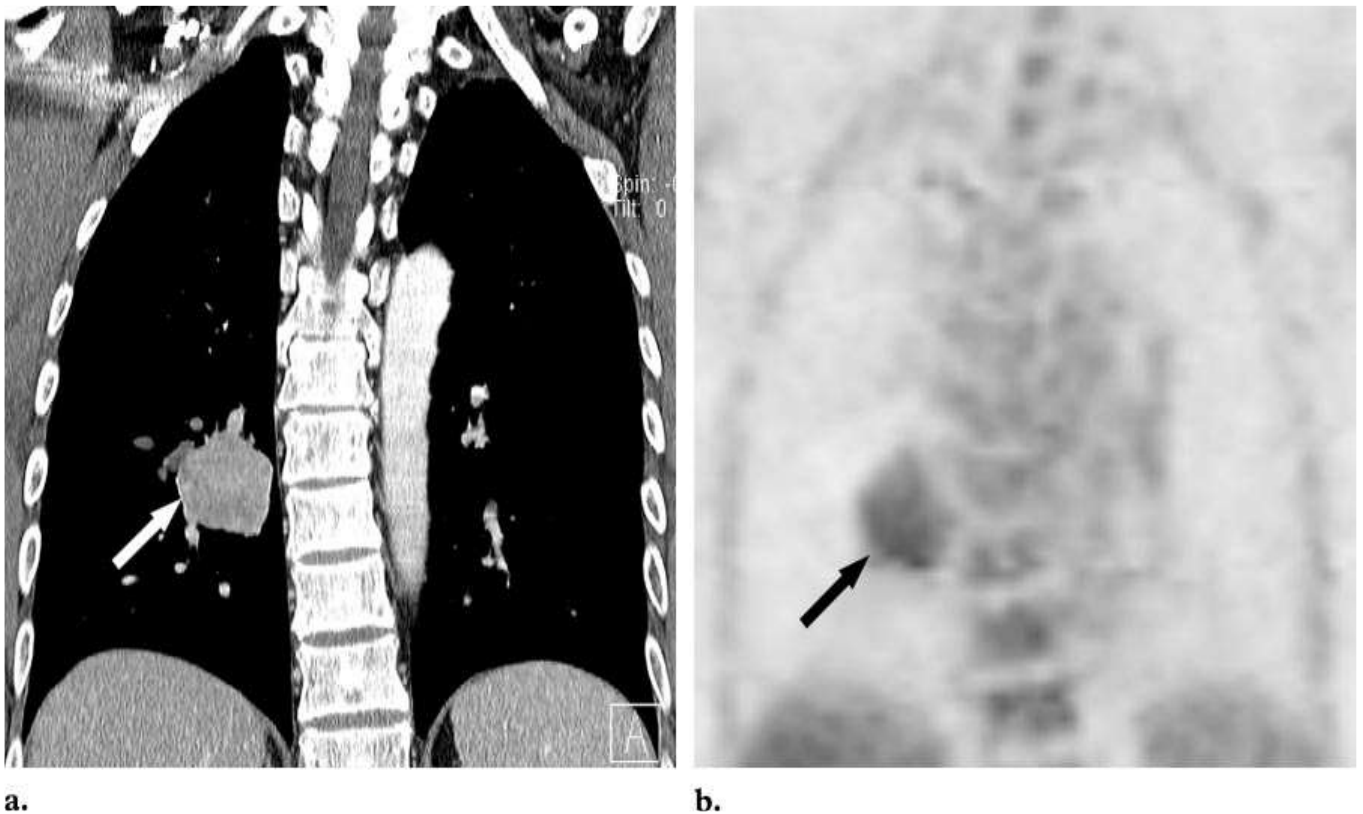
Carcinoïde typique chez un homme de 56 ans. (a) TDM en coupe coronale montre une masse homogène (flèche) LID, réhaussée après contraste (b) Sur l'image TEP, la masse présente une faible captation du FDG (flèche). [44]
